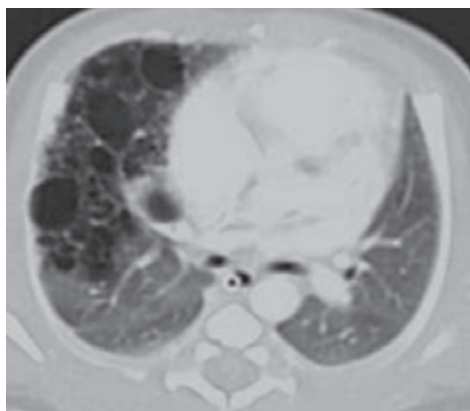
Tomografía de tórax. Múltiples imágenes quísticas correspondientes a malformación congénita de la vía aérea pulmonar en hemitórax derecho.
